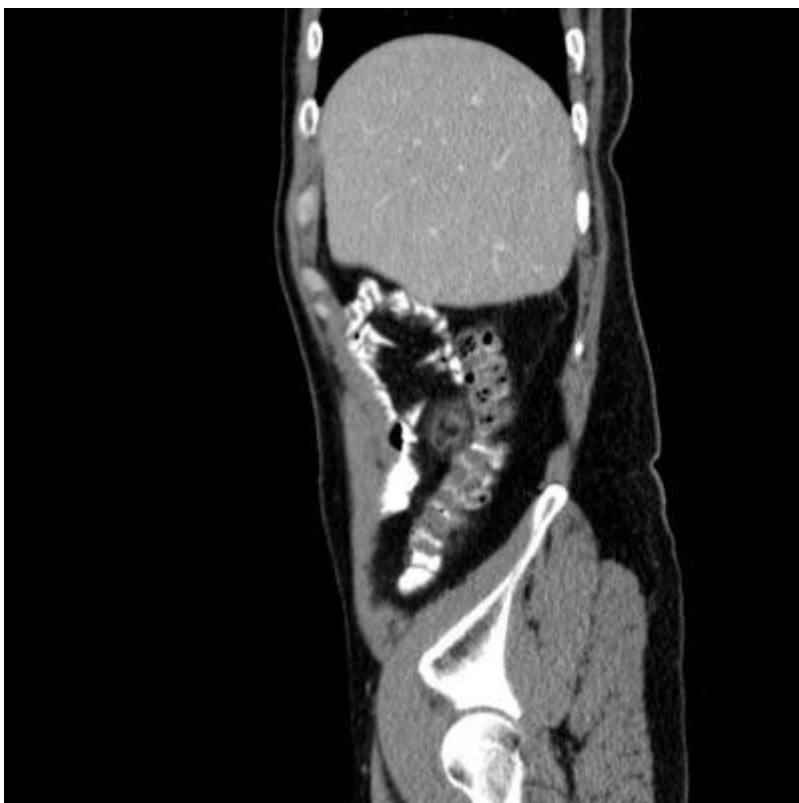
CT prikaz abdomena u transverzalnoj ravnini. Snimka prikazuje ovalnu tvorbu denziteta masnog tkiva smještenu pokraj kolona, periferno pojačanje i okolni sloj masti. Preuzeto sa: <https://www.eventscribe.com/2017/wcogacg2017/ajaxcalls/PosterInfo.asp?efp=S11VTUxLQVozODMy&PosterID=115986&rnd=0.5302125>
